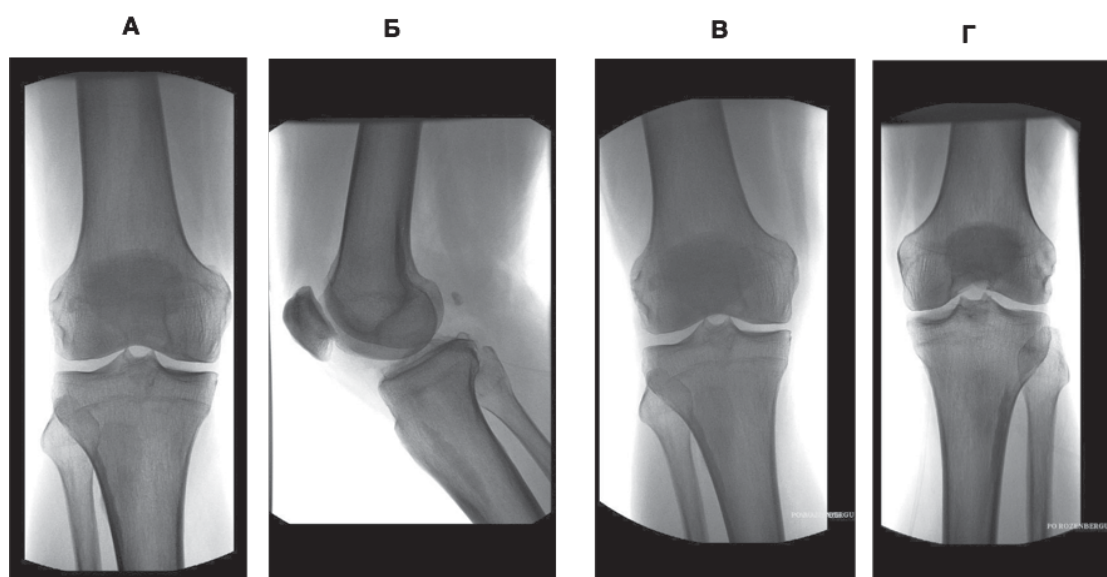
Рентгенограми колінного суглоба: а) пряма проекція; б) бокова проекція; в) пряма проекція з навантаженням; г) проекція Розенберга
